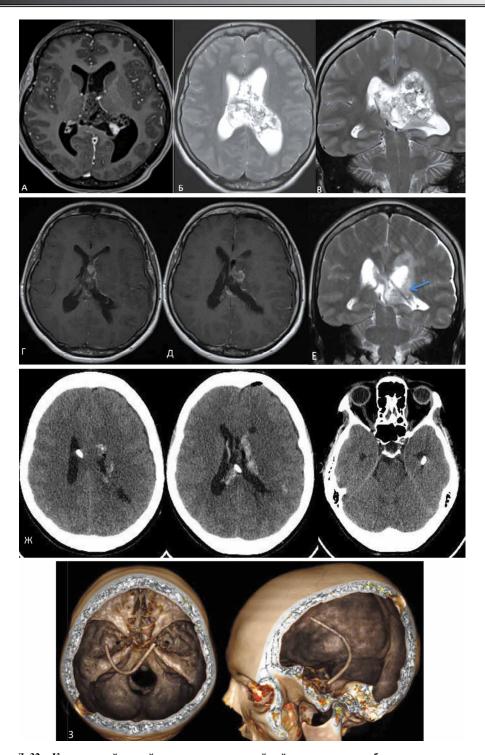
Пациентка Д. 32 г. Клинический случай удаления центральной нейроцитомы левого бокового желудочка с одномоментным стентированием желудочковой системы. А, Б, В — дооперационные МРТ в режимах Т1ВИ с контрастным усилением, Т2ВИ визуализируется гиперинтенсивное объемное образование с распространением на область прозрачной перегородки, переднего рога, тела и треугольника левого бокового желудочка, гетерогенно накапливающее контрастное вещество. Г, Д, Е — послеоперационные МРТ в режимах Т1ВИ с контрастным усилением, Т2ВИ показывают отсутствие остатков опухоли. В проекции треугольника визуализируется вентрикулярный катетер (отмечен стрелкой). Ж, 3 — аксиальная КТ и К3-Д реконструкция показывает расположение вентрикулярного катетера в желудочковой системе.
